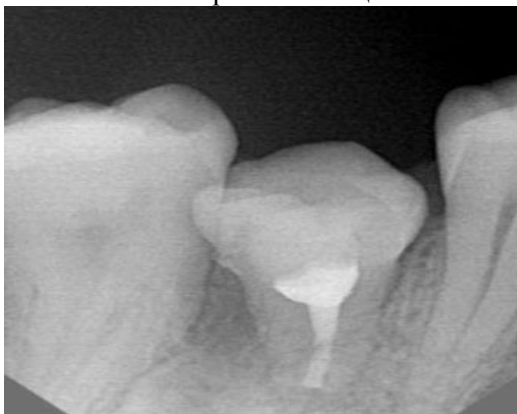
Рентгенограмма трансплантированного 18 зуба спустя 1 месяц после эндодонтического лечения.
